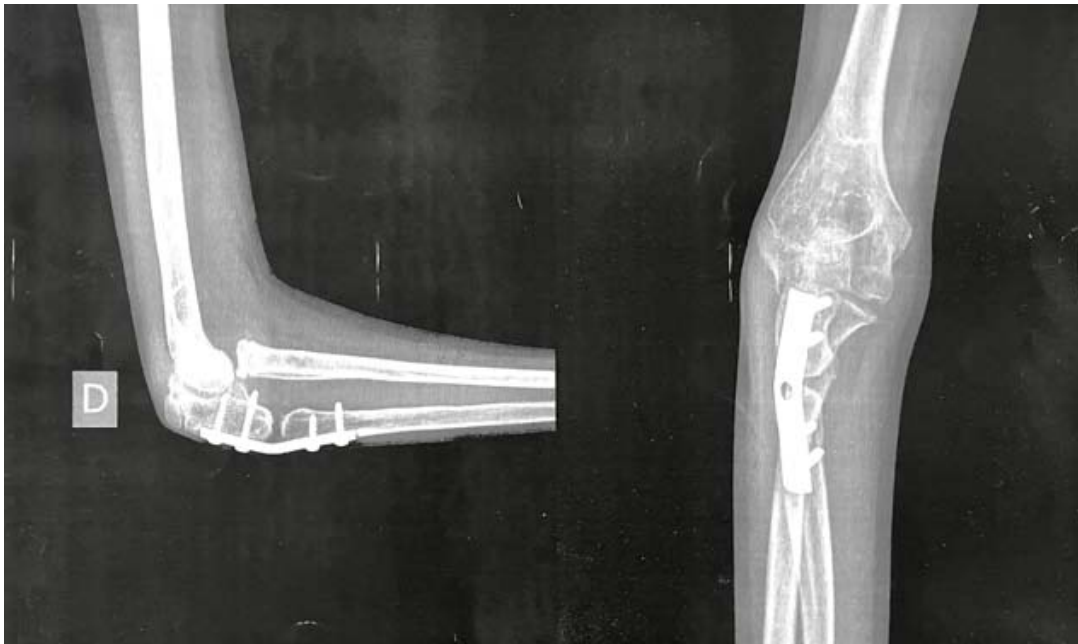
Radiographie de face et profil montrant un foyer de pseudarthrose après 9 mois post opératoire de la lésion Montéggia négligée chez une patiente de 11 ans
